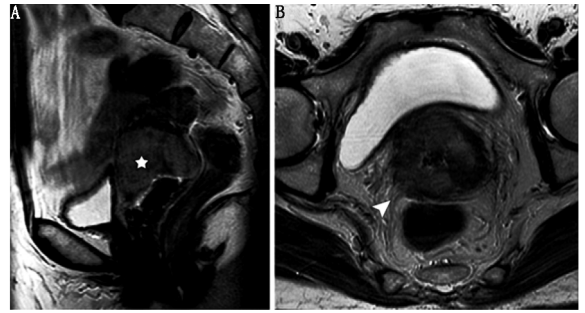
宫颈癌伴宫旁播散 MRI 图。矢状位快速自旋回波 T₂ 加权图像(A)示 4.3 cm 的实性中等信号肿瘤(星号示),在横断位图像(B)自宫颈放射状侵犯右侧邻近宫旁组织(箭头示)
